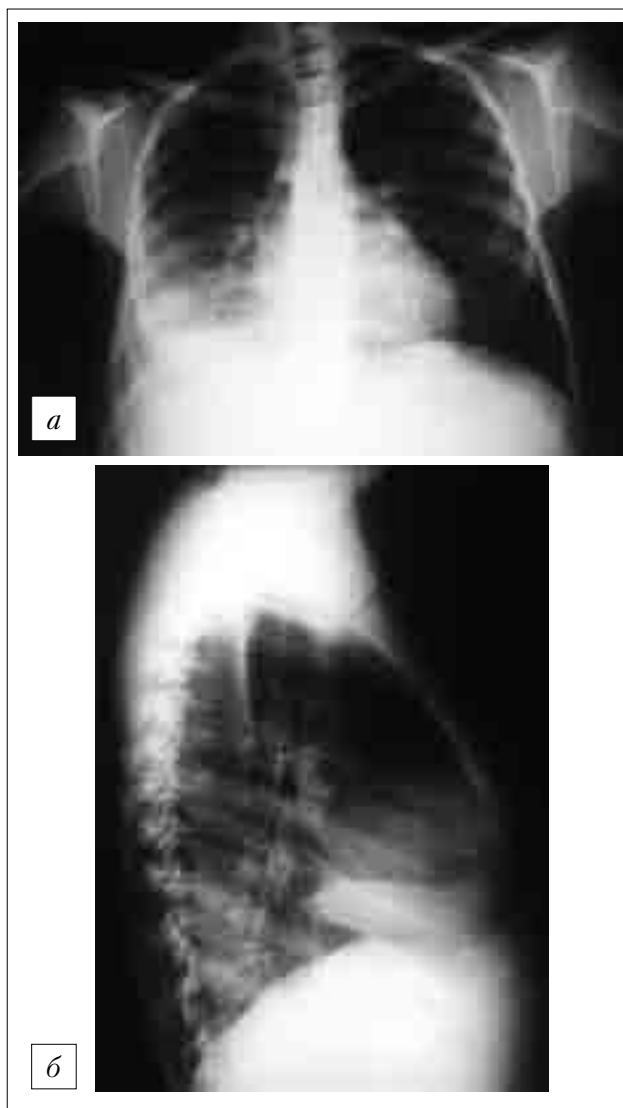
Рентгенограммы органов грудной клетки: *а* — уровень жидкости до пятого межреберья, *б* — зона уплотнения паренхимы в нижней доле правого легкого
